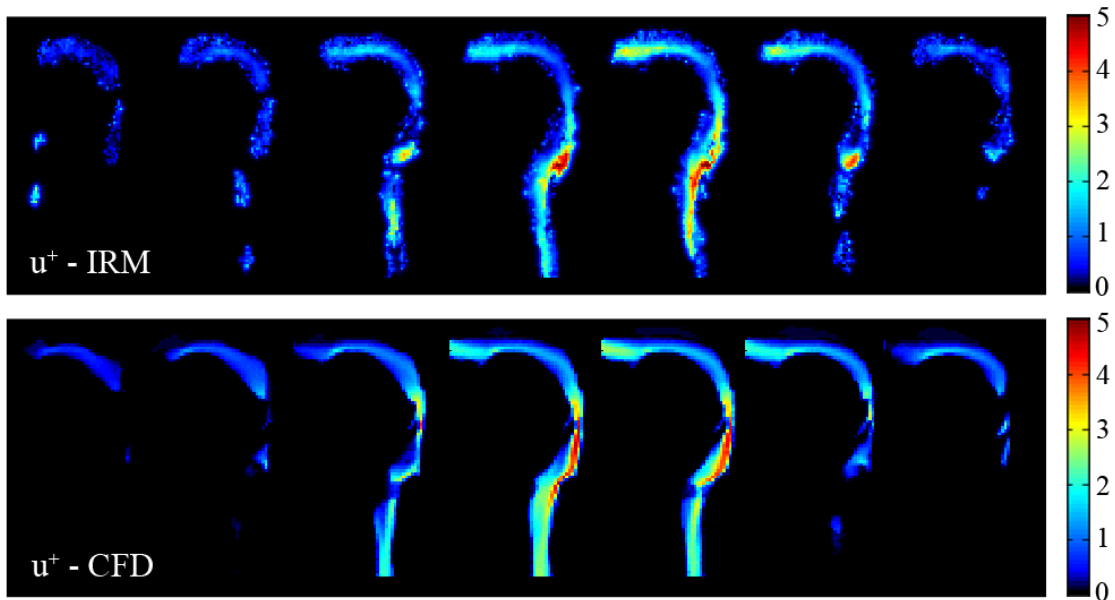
Cartes du module de vitesse du gaz, u^+ (en $\text{m}\cdot\text{s}^{-1}$), mesurés par IRM de l'hélium-3 hyperpolarisé (haut) et calculés par CFD (bas).
